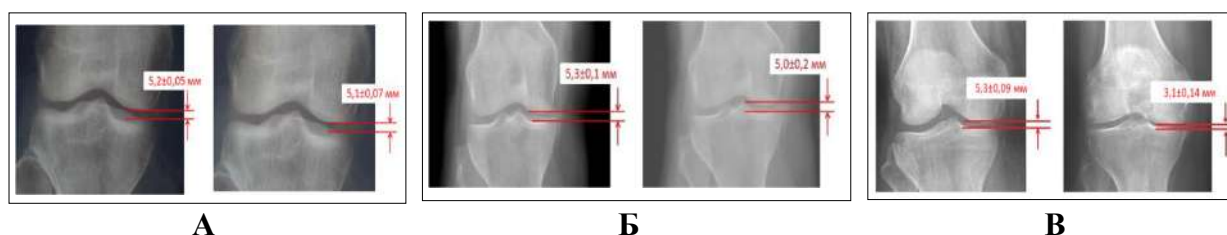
Снимки рентгеновских проявлений (измерение ширины суставной щели) после одного года лечения. А - на примере основной группы и Б – на примере больных контрольной группы (слева - до лечения, справа - через год); В - изображение больных из ретроспективного анализа (не принимавшие хондропротекторы).
